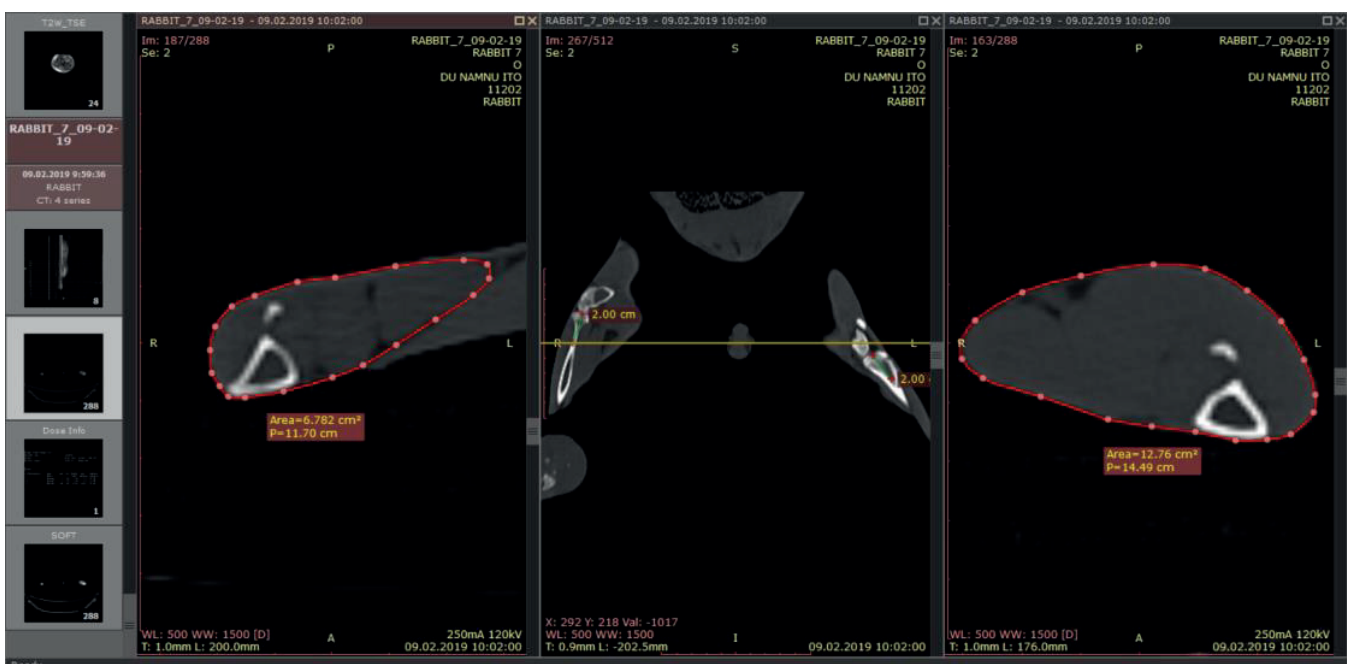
Проведення розрахунків за КТ-сканами
